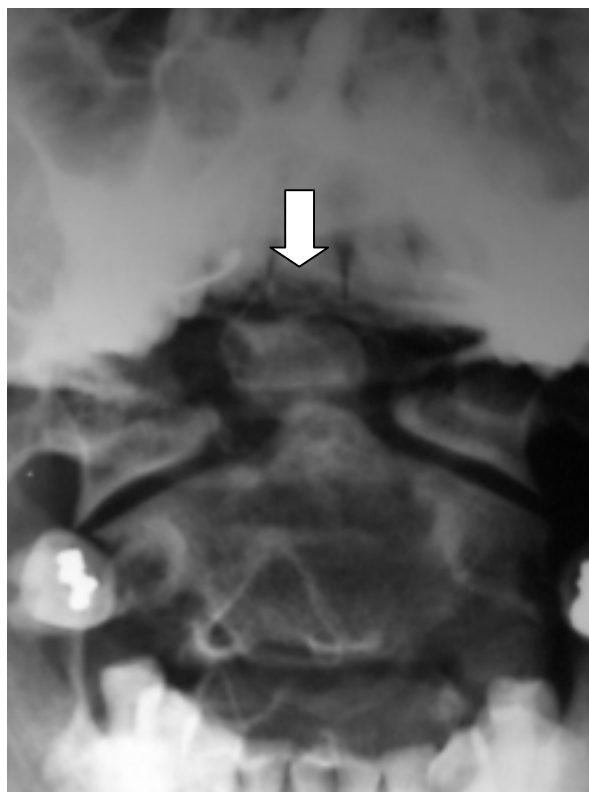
Radiografía transoral. *Os odontoides*.
